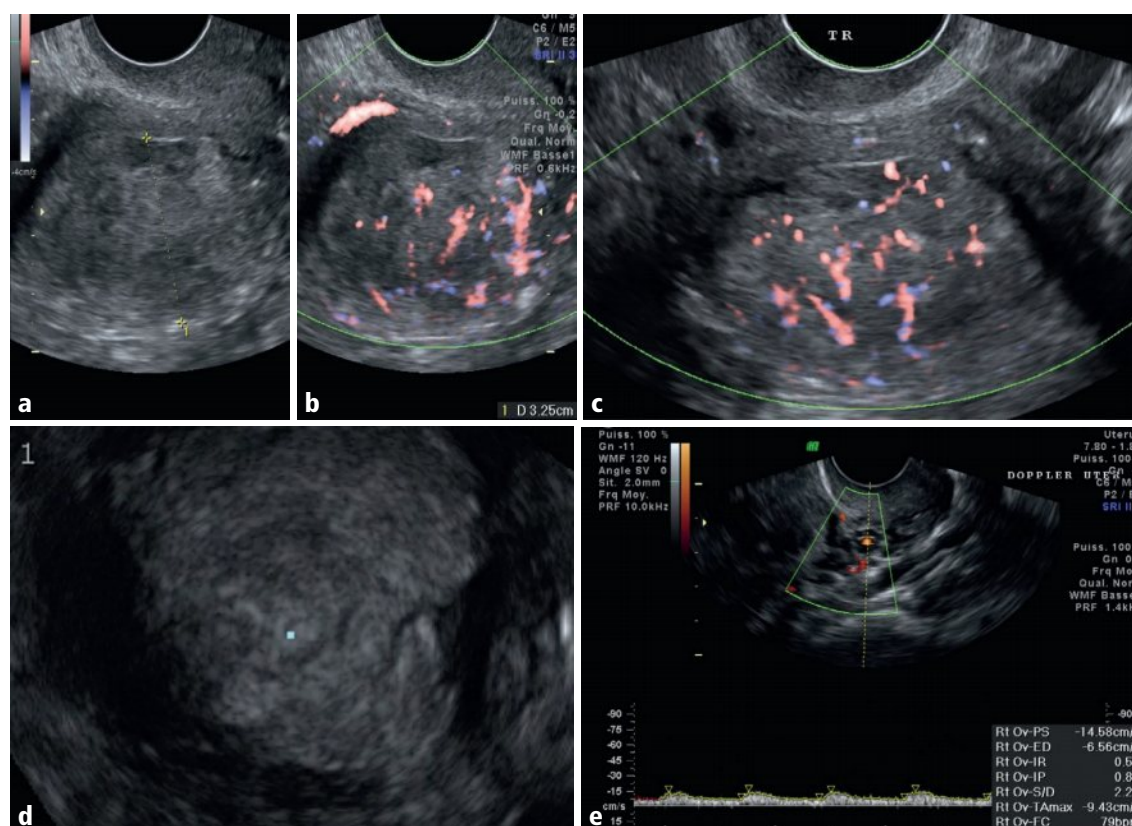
a-e Utérus en coupe sagittale en mode B (a), en Doppler énergie (b), en coupe axiale en Doppler énergie (c) et en 3D avec reconstruction coronale (d); artère utérine en Doppler pulsé (e).
